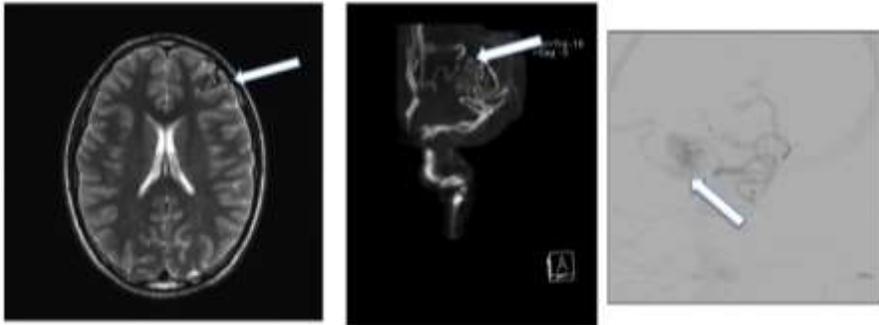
Malformación arteriovenosa. Una malformación arteriovenosa frontal izquierda fue descubierta en una RM cerebral (T2 ponderado, vista axial) y confirmado con MRA (imagen central, vista coronal) y angiografía cerebral (a la derecha, vista sagital) en un niño de 12 años con convulsiones de nuevo inicio.
